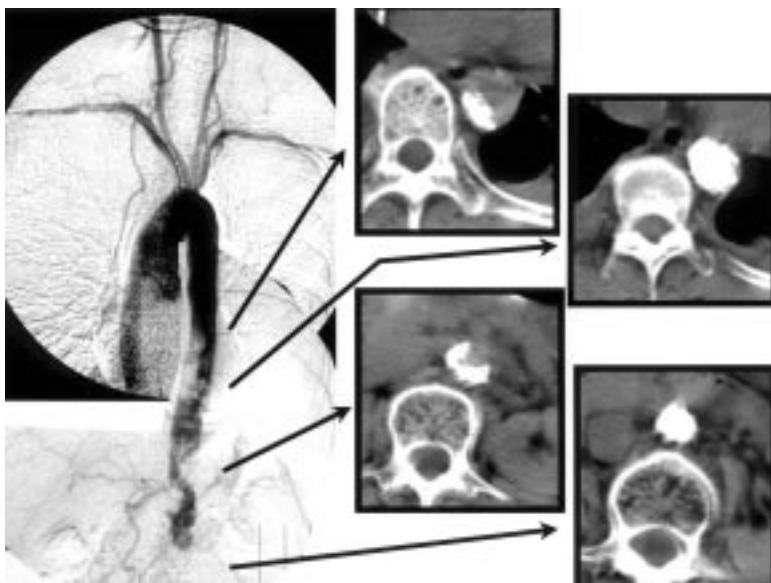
The preoperative simple computed tomograph image of the chest and abdomen, comparison with postoperative aortography for showing the slice level. The heavy calcification was obvious in the aorta, and the aortic lumen was not recognized in an abdominal aorta.
